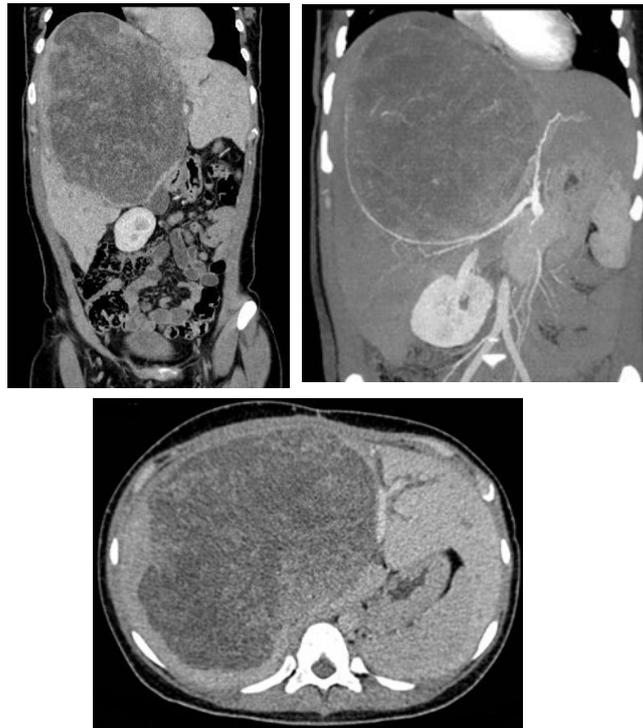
Tomografia computadorizada (TC) de abdome: (A) corte coronal, TC de abdome; corte coronal; (B) artéria hepática esquerda rechaçada pelo tumor, TC de abdome; (C) corte transversal.
